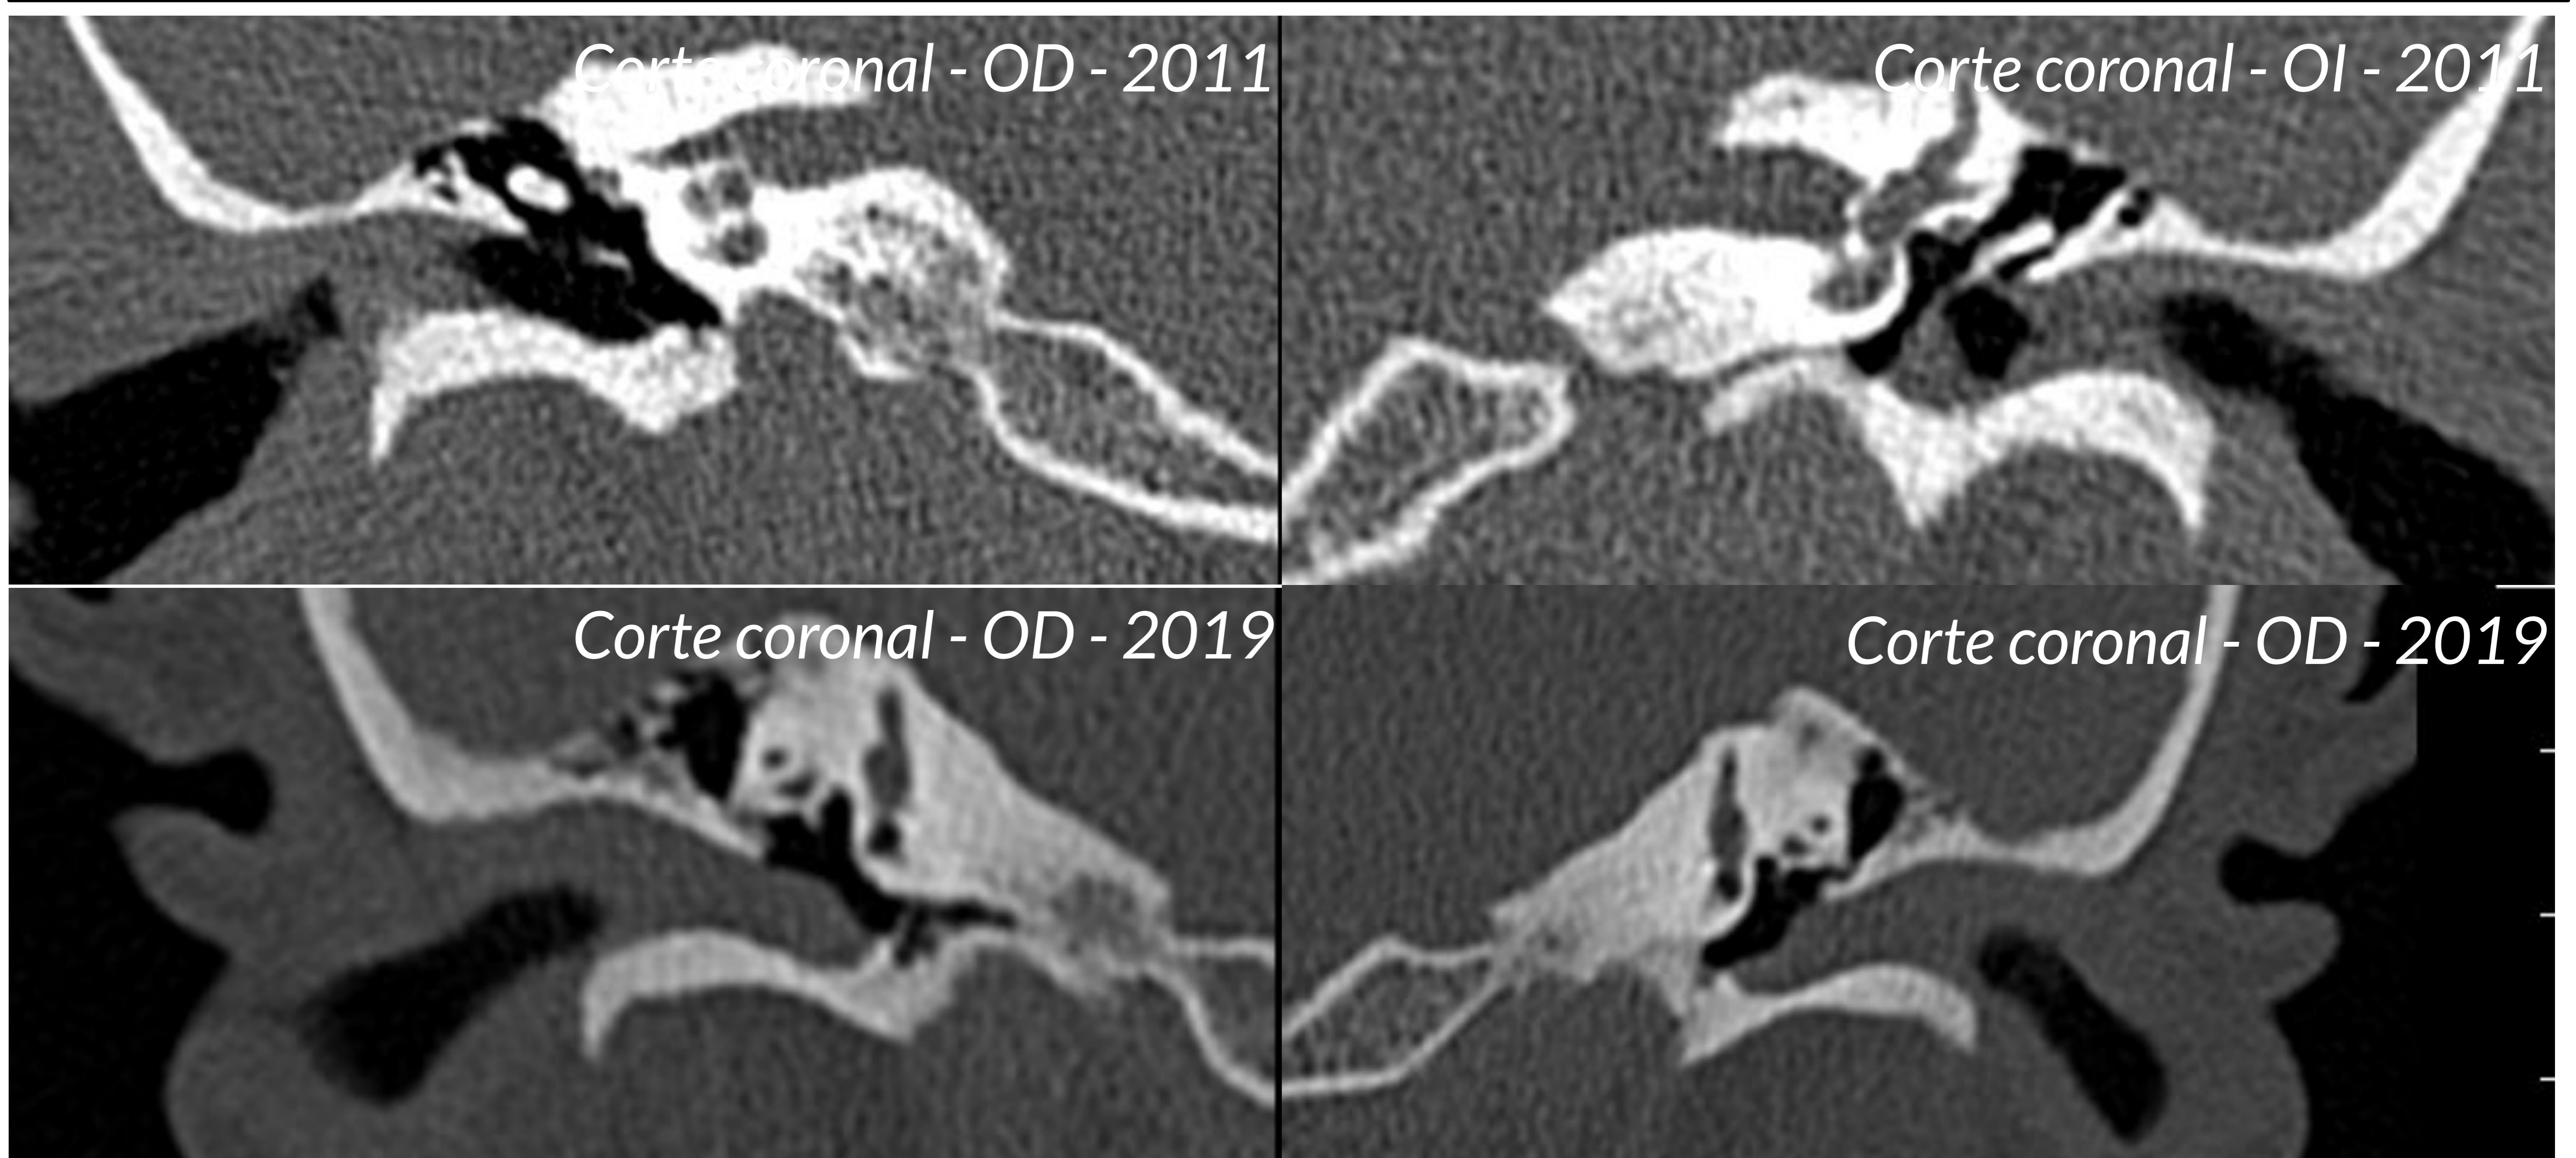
TC de peñascos.
